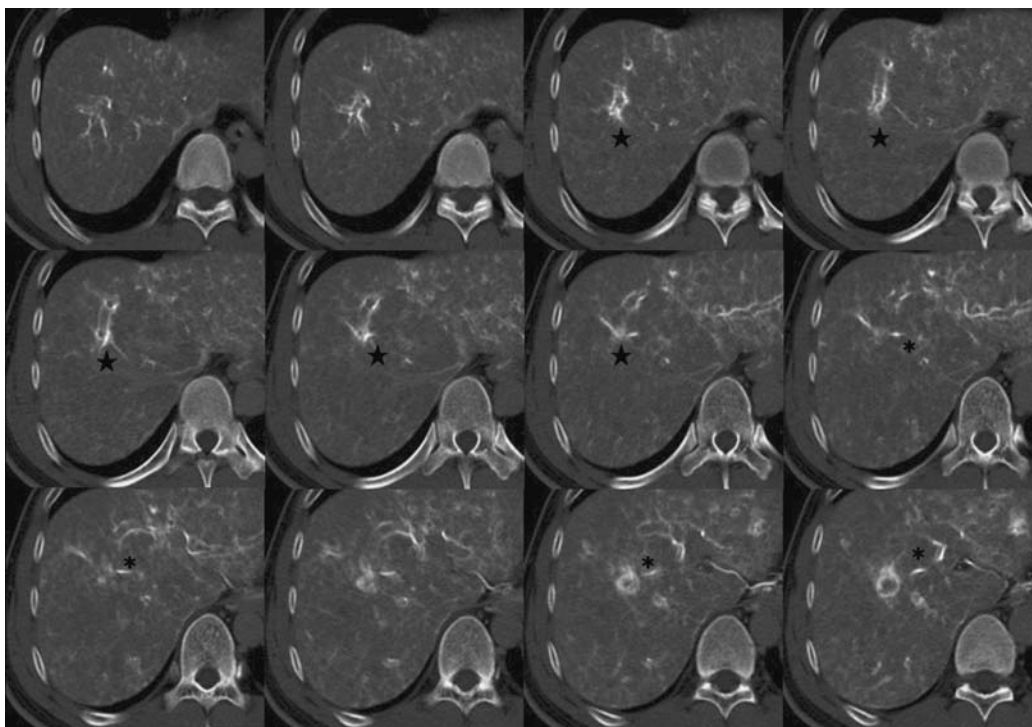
CT during hepatic arteriography (CTHA). Arterial branch of right superior anterior subsegment runs aside of the right superior anterior portal branch at proximal portion (*), and after disappearance of this portal branch, it runs aside of the portal branch which originates from left medial portal branch running toward right superior anterior subsegment (★).
